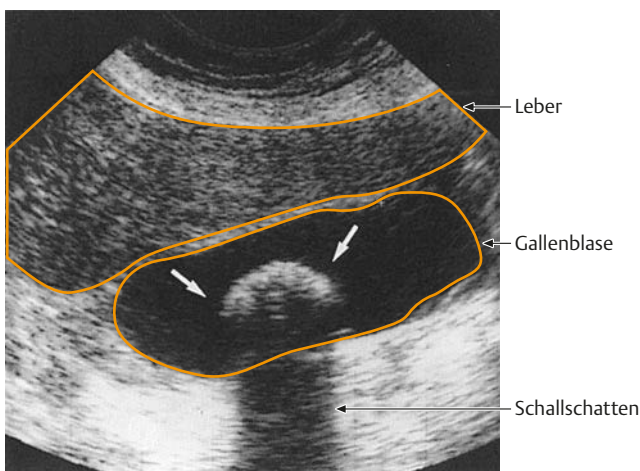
Sonografie eines Gallensteins. Typischer Sonografiebefund mit rund-ovalem Konkrement (Pfeile) und Schallschatten. [Quelle: Battagay, Differenzialdiagnose Innerer Krankheiten, Thieme, 2017]
